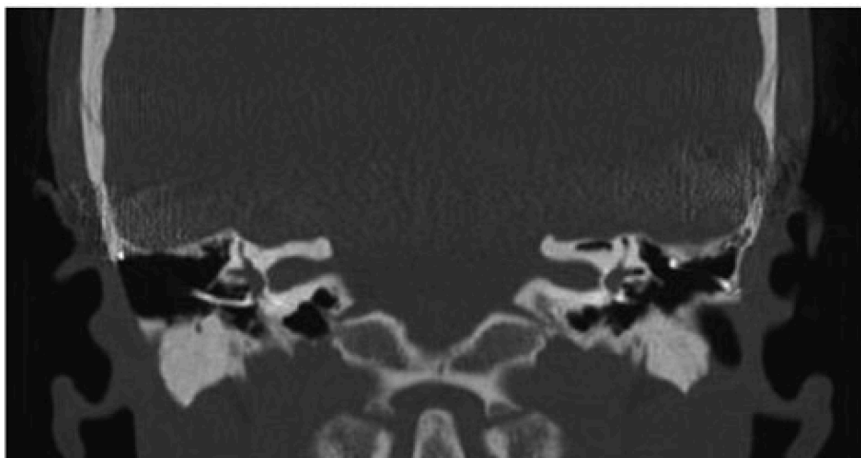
Hochauflösendes CT der Felsenbeine. In der coronaren Schnittführung zeigen sich Lufteinschlüsse im linken Labyrinth.
